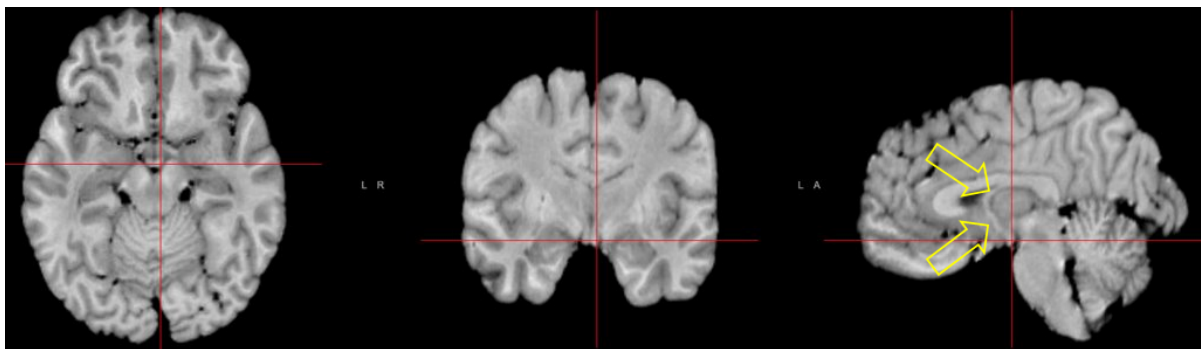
IRM avec mire rouge pointant sur le corps mamilloire droit.
